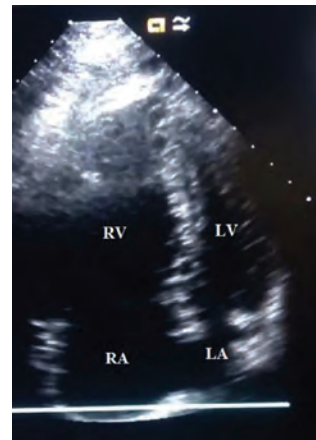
Bedside transthoracic echocardiography during CPR showing severe right ventricular dilatation (RV: right ventricle, RA: right atrium, LV: left ventricle, LA: left atrium).
